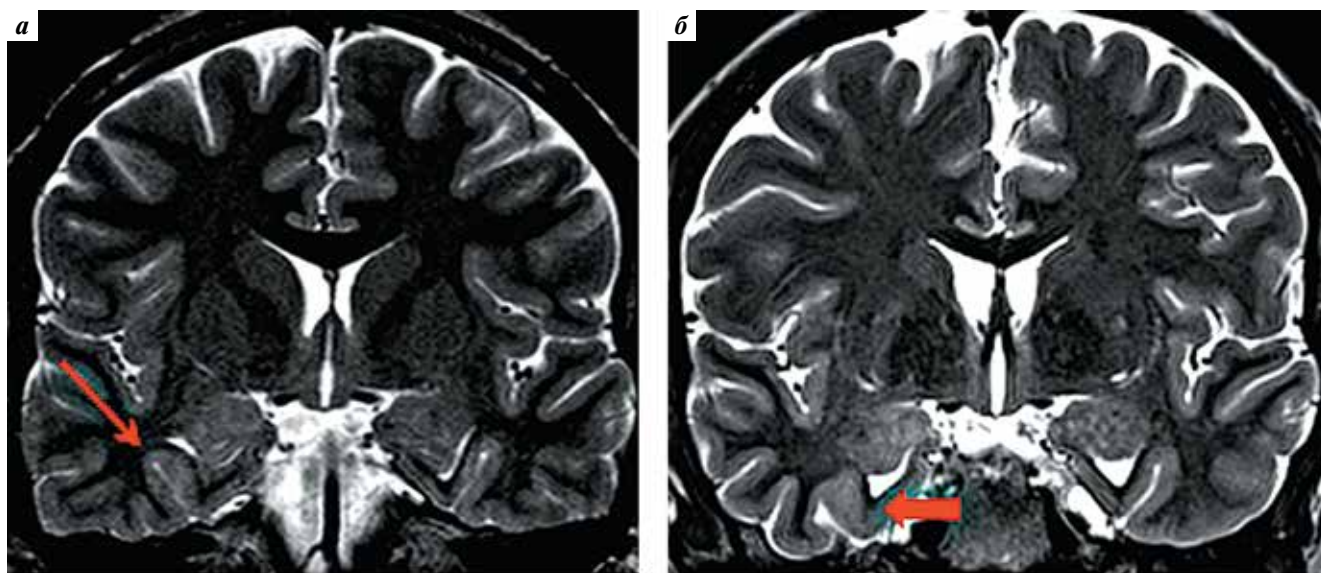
Пациент с фокальной кортикальной дисплазией правой височной доли. Магнитно-резонансная томография головного мозга с индукцией магнитного поля 1,5 Тл (а) и 3 Тл (б). Без видимой патологии. Красной стрелкой отмечено усиление сигнала в базальных отделах правой височной доли, утолщение коры¹
